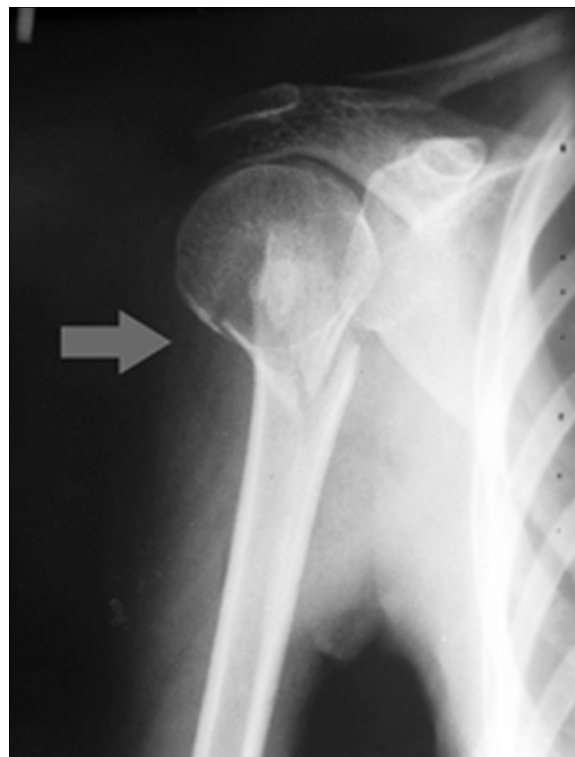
Рентгенограмма больного А. с переломом хирургической шейки плечевой кости (стрелкой обозначено место перелома).
